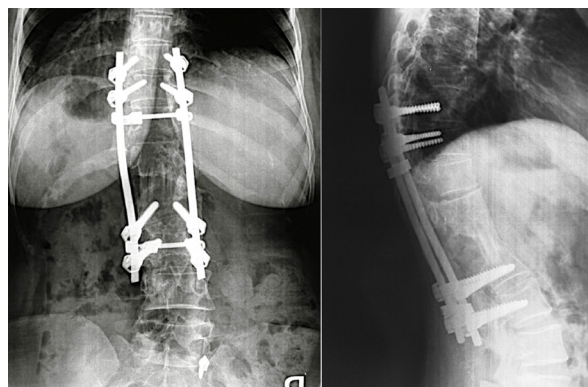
Eleven years follow-up radiographies. Fusion and maintenance of both sagittal and frontal balance without recurrence can be seen.
